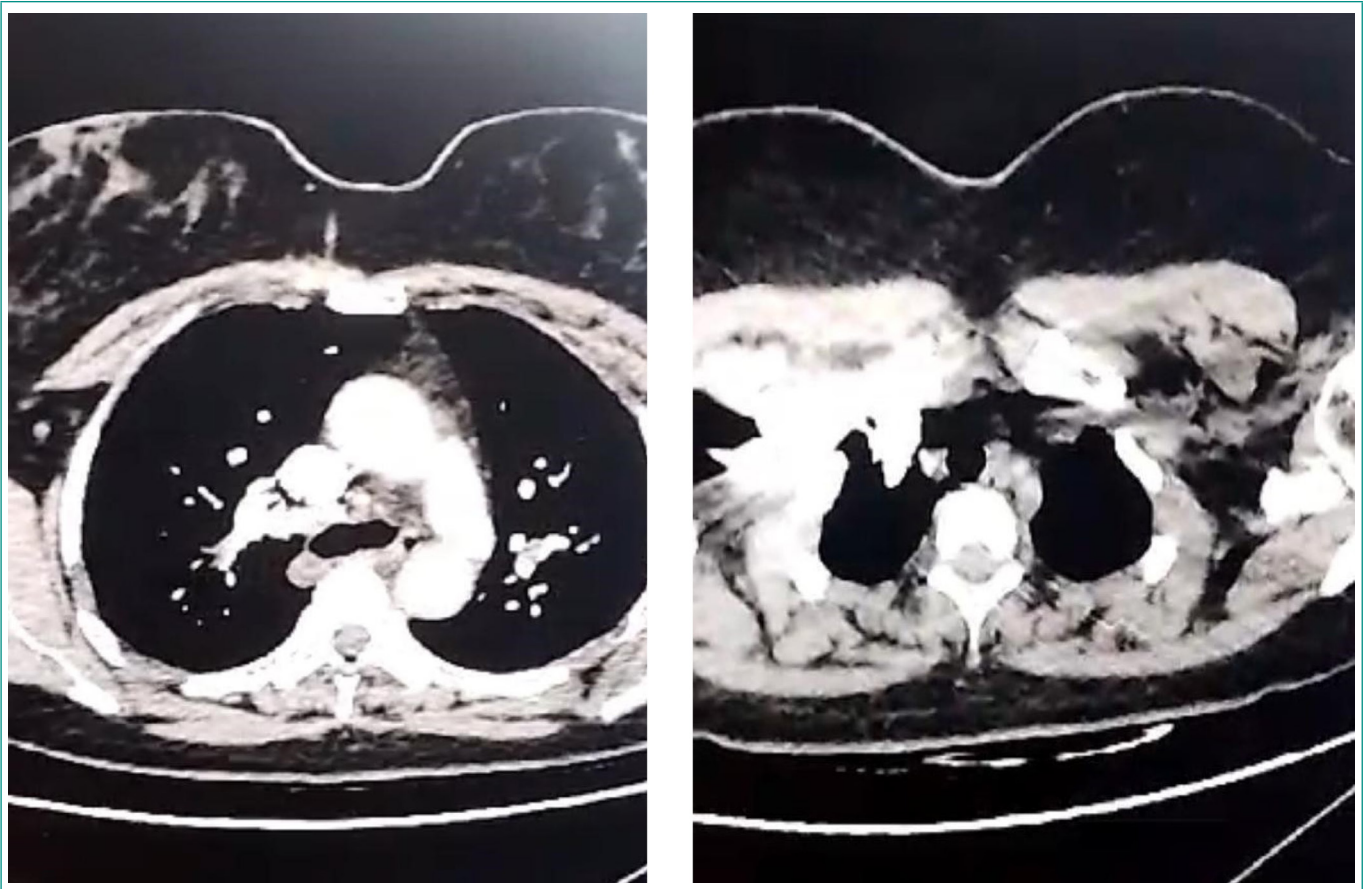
Angio-TAC de tórax con contraste EV.
